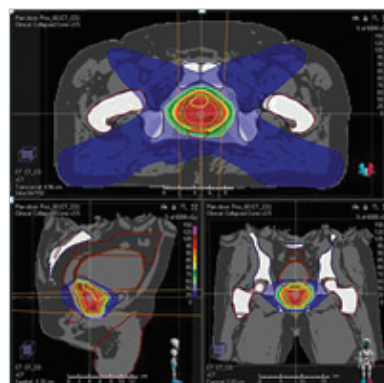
Distribution de dose sur le CT Synthétique.
